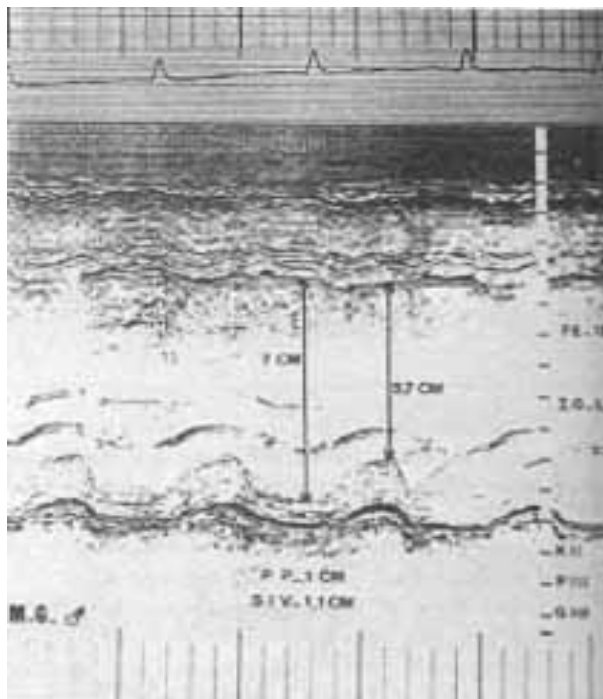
Ecocardiograma de um doente do grupo A (falecido) com IG 3,5.
